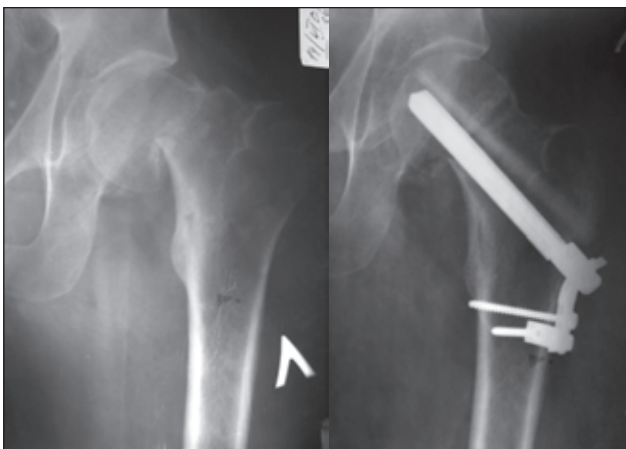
Фотовідбитки рентгенограм хворого В. Субкапітальний перелом шийки СК синтезований ПОППВС і алотрансплантатом
